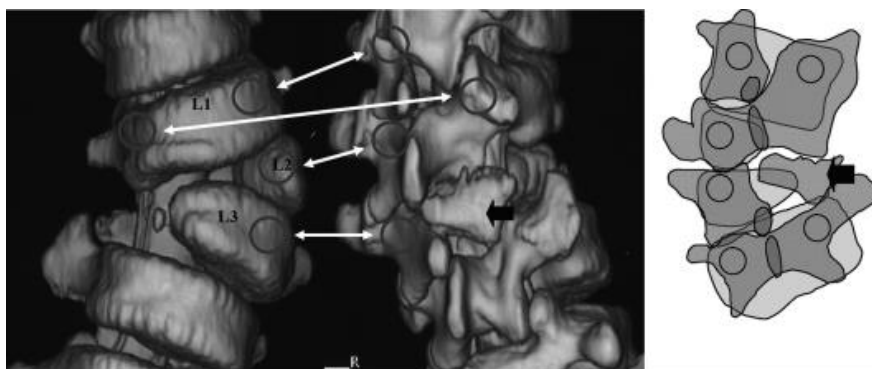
(d'après Nakajima) : patient de 6 ans présentant une malformation complexe dépareillée : les images radiographiques classiques montraient deux hémivertèbres gauches en L2 et L3. La vue de face en 3D CT scan aboutit aux mêmes conclusions. En revanche, il ne s'agit pas de la même situation, vu de dos. Les cercles représentent les pédicules, et les flèches leur correspondance de face et de dos. Un arc vertébral est en fait formé par l'association des composants de l'arc vertébral connecté au pédicule droit de L1 et les composants de l'arc vertébral de l'hémivertèbre L2. La zone indiquée par la flèche épaisse s'est avérée être une hémilame isolée pendant la chirurgie.
